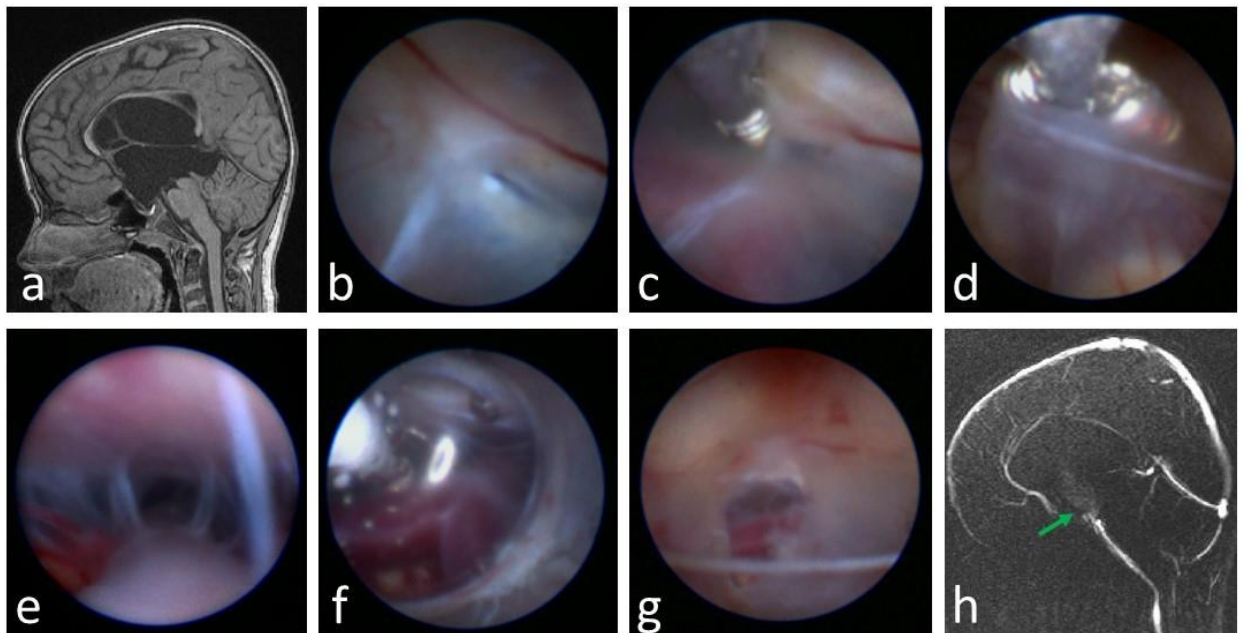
Этапы выполнения повторной ЭВЦС III. a- МРТ головного мозга в T1- взвешенном режиме в сагиттальной проекции- признаки тривентрикулярной гидроцефалии; b- Дно третьего желудочка, закрытие стомы вторичными арахноидальными спайками; c, d- Перфорация дна III желудочка и вторичных арахноидальных мембран вентрикулостомическими щипцами; e- Межножковая цистерна, часть препонтинной цистерны, основная артерия и ветви; f- Дилатация вентрикулостомы с помощью баллон катетера Фогарти; g- Вентрикулостома; h- фазово-контрастная МРТ (Cine Phase contrast MRI) в послеоперационном периоде. Ток ликвора через вентрикулостомы удовлетворительное (зеленая стрелка)
